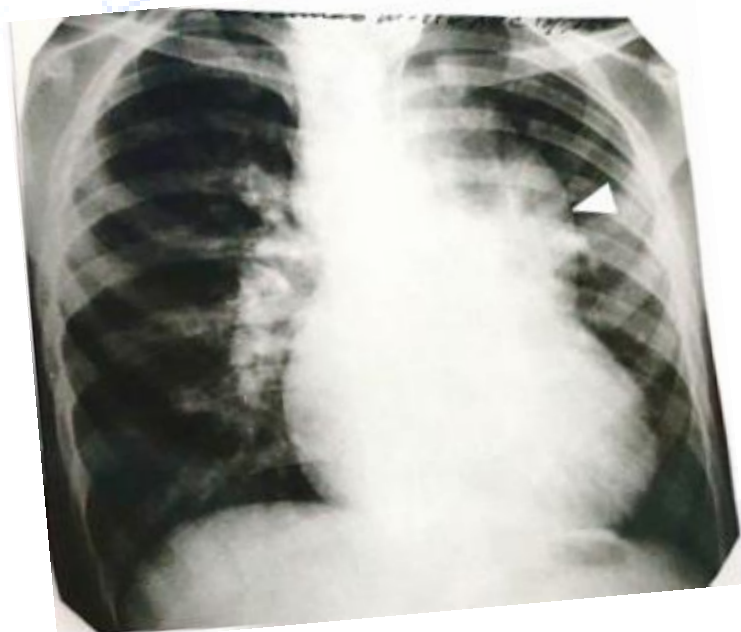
Рентгенограмма больного, видна симптом «восьмерки».
